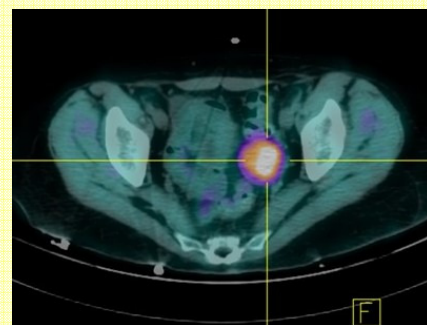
PET-TC con masa pélvica con incremento metabólico
